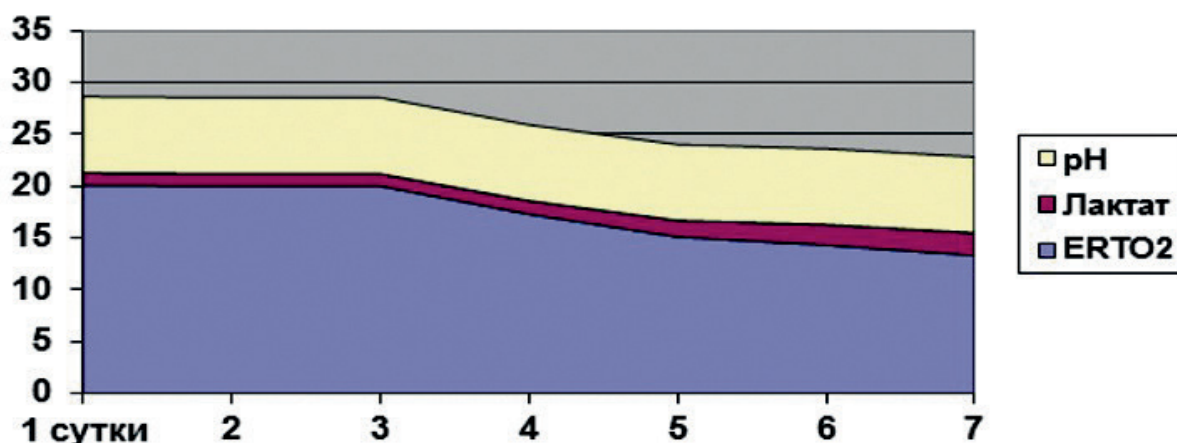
Коэффициент экстракции кислорода тканями (ERTO2), концентрация лактата и рН венозной крови при инфузии тиопентал натрия
